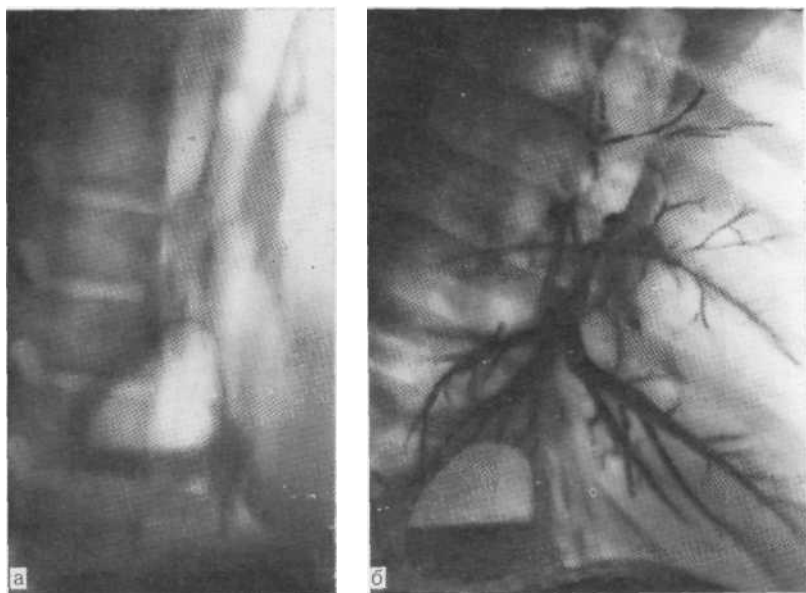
Томограмма в боковой проекции (а) и бронхограмма (б). Секвестрация в нижней доле правого легкого. Тонкостенная киста с уровнем жидкости. При бронхографии область расположения кисты не контрастировалась.
